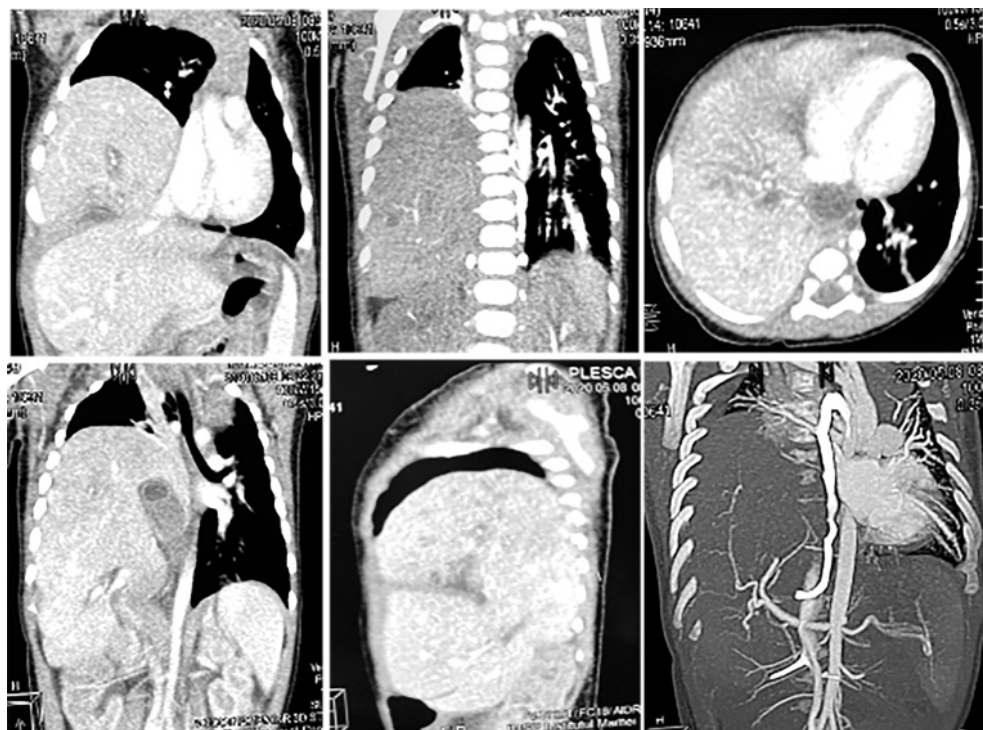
Tomografie computerizată, explicații în text
